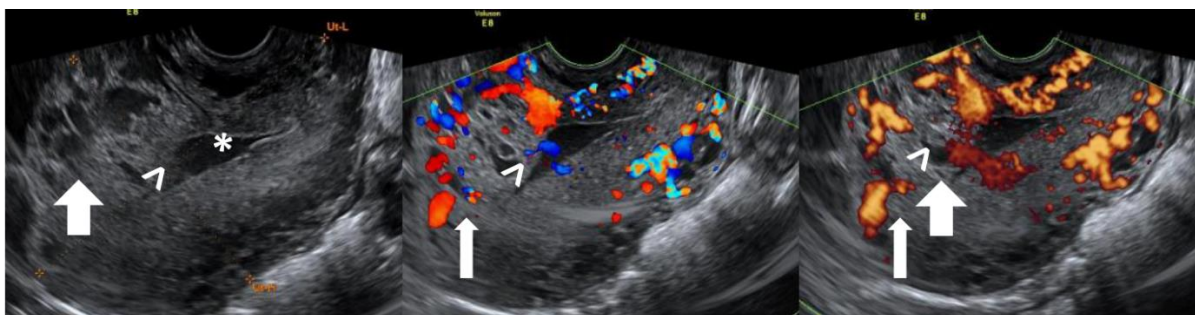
Mola invasora post molar en mujer de 39 años, antecedente de embarazo 12.0 semanas, valor inicial de hCG- β de 237.145 mUI/mL. Masa heterogénea inespecífica (flecha gruesa), pérdida interfaz endometrio-miometrial (puntas de flecha) y hipervascularización a la aplicación modo Doppler color (flecha gruesa), sangrado que distiende cavidad endometrial (asterisco). Servicio de Ultrasonografía INPer.
